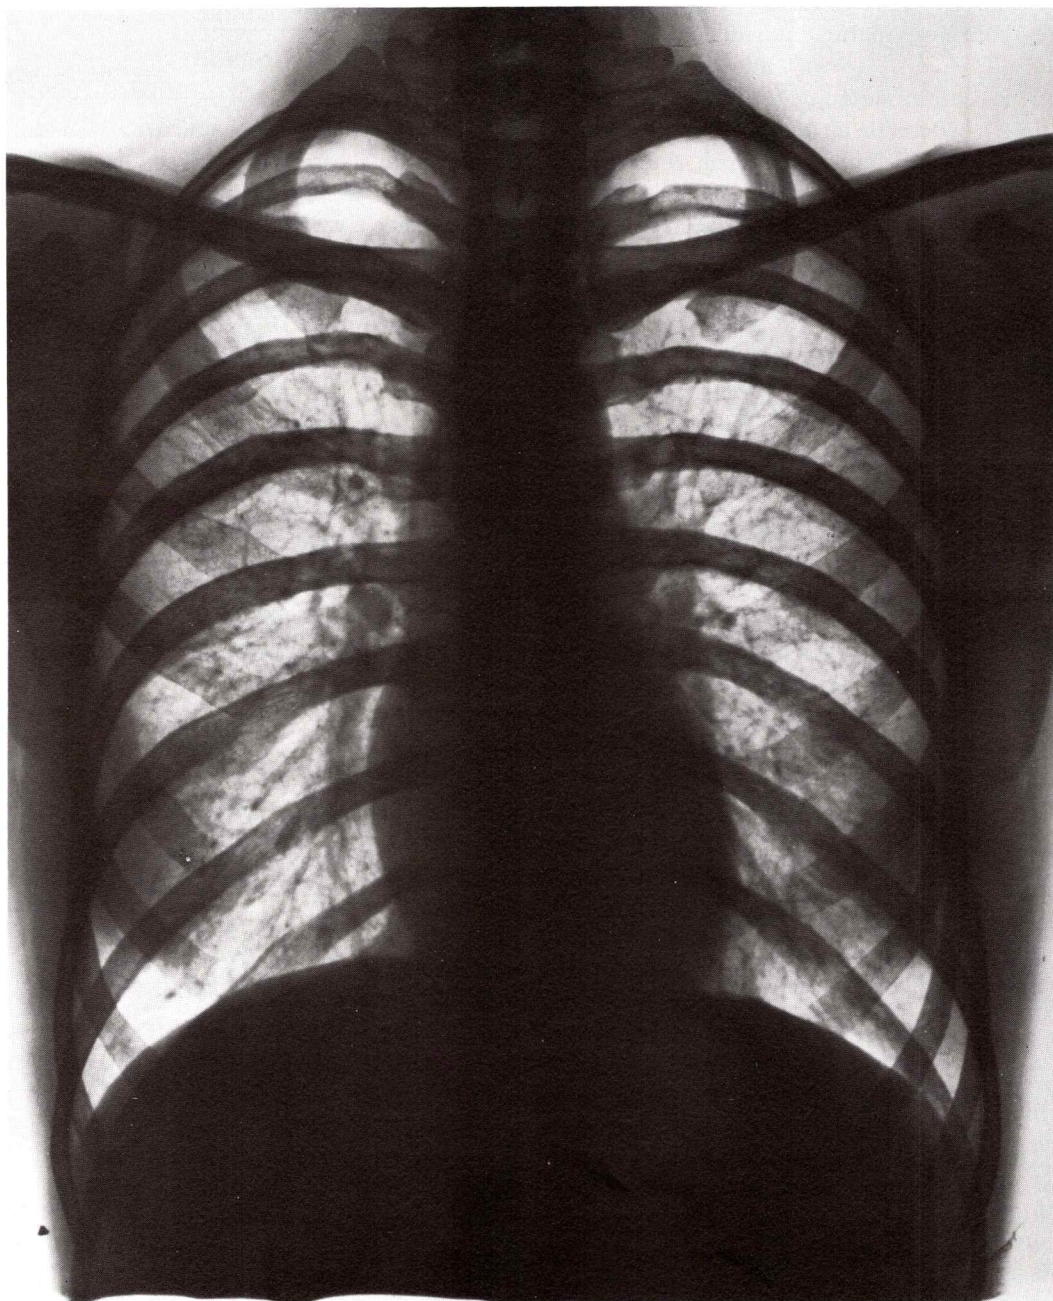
Radiografía de los pulmones.
